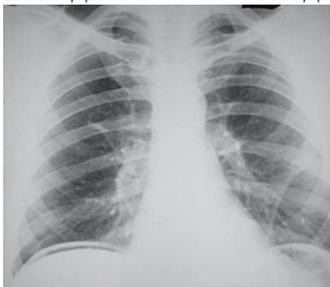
Рентгенограмма органов грудной клетки больного, 24 лет
